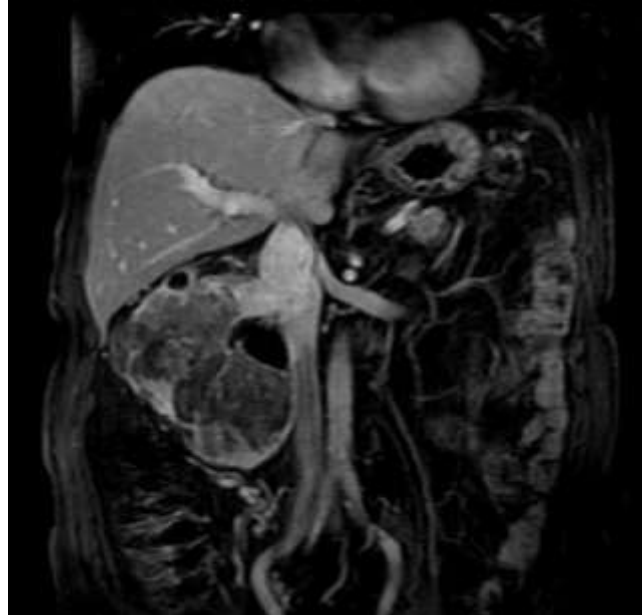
صورة CT تُظهر وجود كتلة على القطب العلوي للكلية اليمنى
